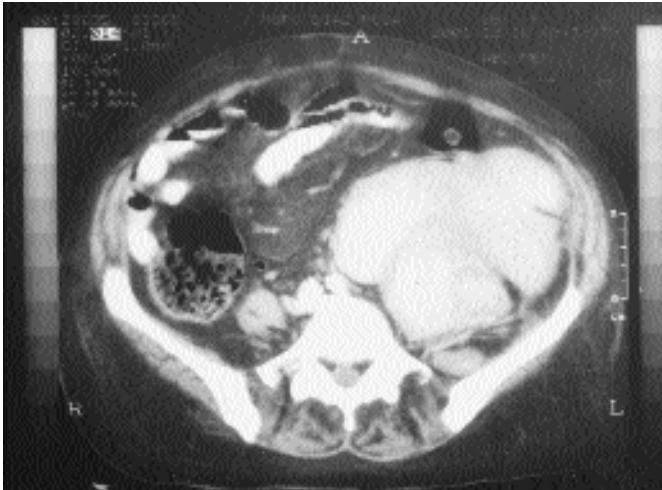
TAC Abdominal: Colección retroperitoneal izquierda con extensión a pelvis y fosa ilíaca.
